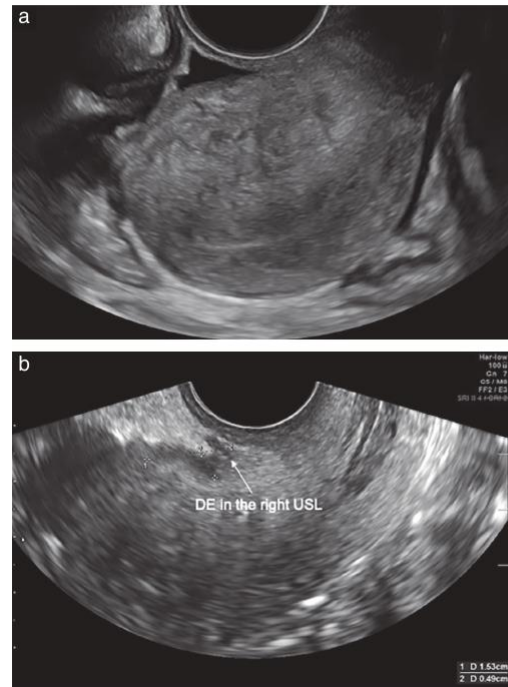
Ultrasound images in women with a retroverted uterus, showing the right uterosacral ligament (USL) with no deep endometriosis (DE) (a) and DE involving the right USL, seen as a hypoechoic interruption of the hyperechoic semicircumference (b).
